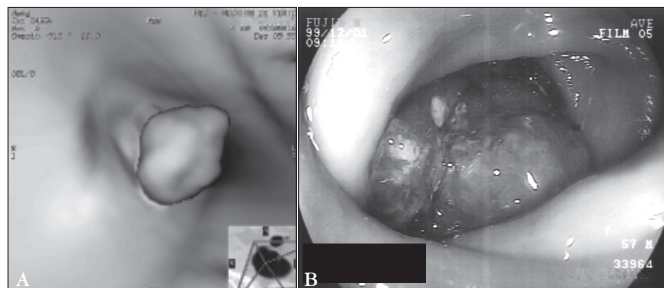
Pólipo pediculado de reto observado em (A) imagem de 3D TC colonografia e em (B) foto registrada durante a colonoscopia
